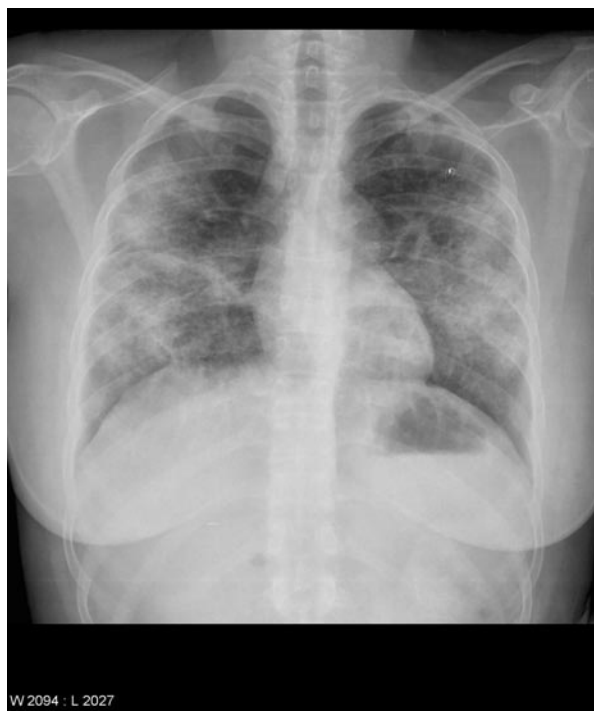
Radiografía torácica posteroanterior.
